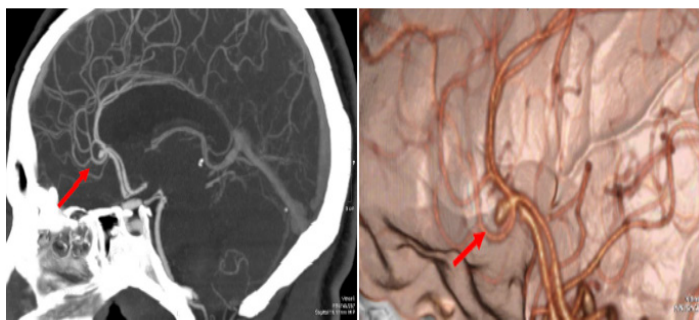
Angio TDM montrant un anévrisme de l'artère cérébrale antérieure (segment A3) chez une patiente de 50 ans.
